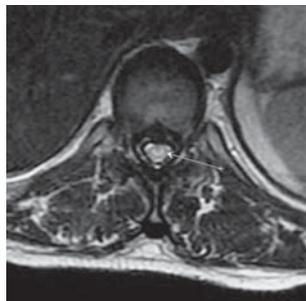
Магнитно-резонансная томограмма позвоночника пациента с мукополисахаридозом: признаки миелопатии на фоне сужения позвоночного канала (указано стрелкой)
